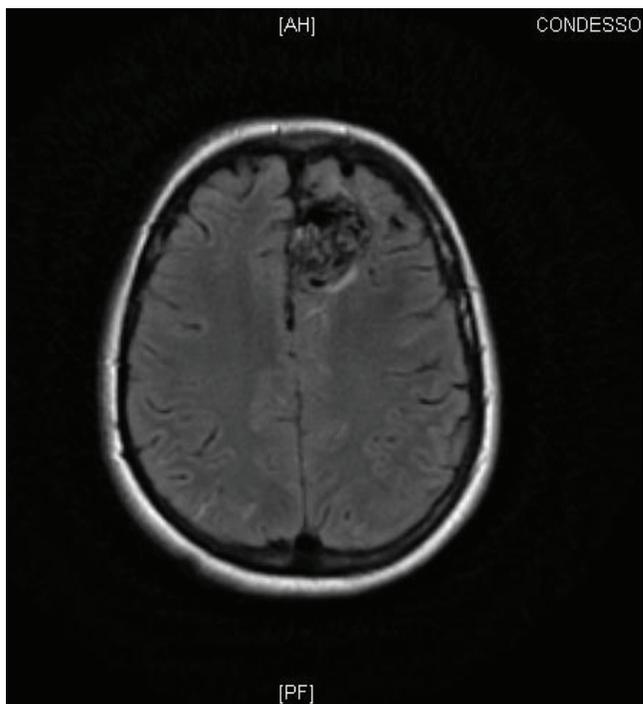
Corte transversal RM.
